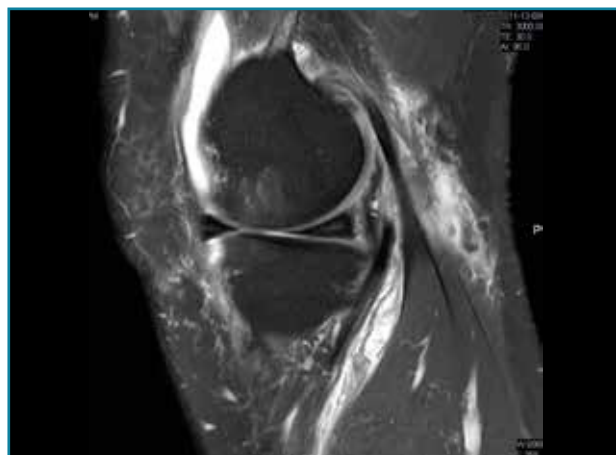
Corte de secuencia sagital T2 Fat-Sat de resonancia magnética de rodilla: menisco interno con cambios mucoides.
